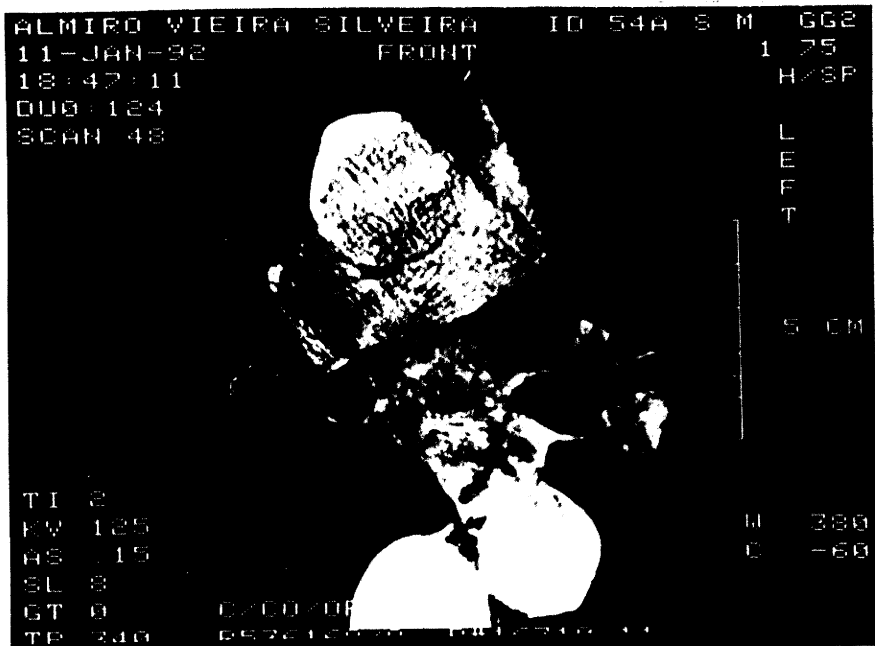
TAC com contraste e magnificada. Observa-se que espessura da parede do esôfago acometido pelo CEE, é maior que 10 mm. Paciente da casuística
